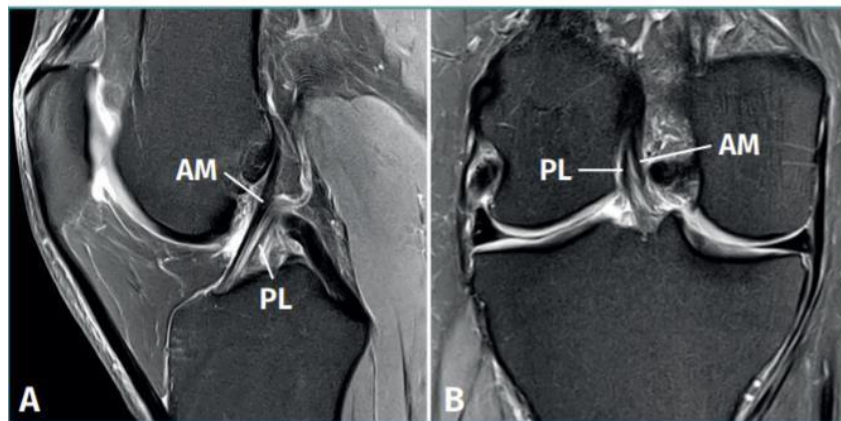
Anatomía normal del ligamento cruzado anterior (LCA) en secuencias convencionales de resonancia magnética (RM) (Cruz et al., 2020)
